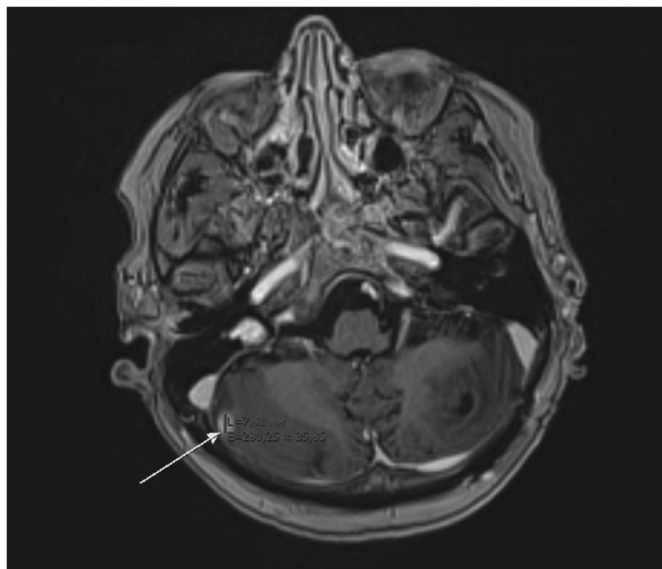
МРТ головного мозга от апреля 2021 г.
